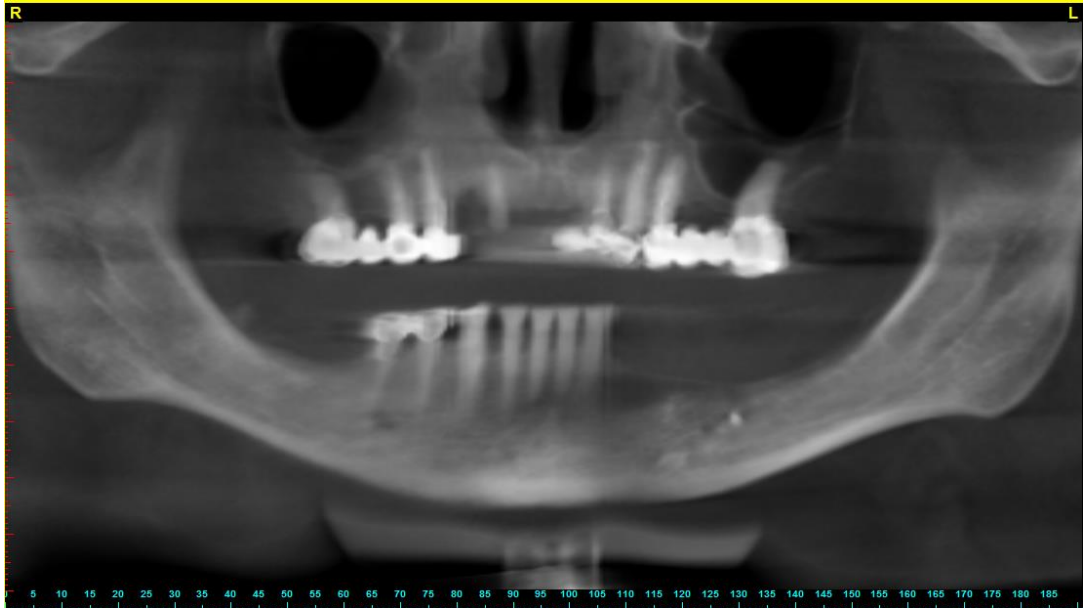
б. Ортопантомограма цієї ж пацієнтки на момент звернення, медична карта стоматологічного хворого №11. Визначається значна атрофія альвеолярного відростку зліва.
